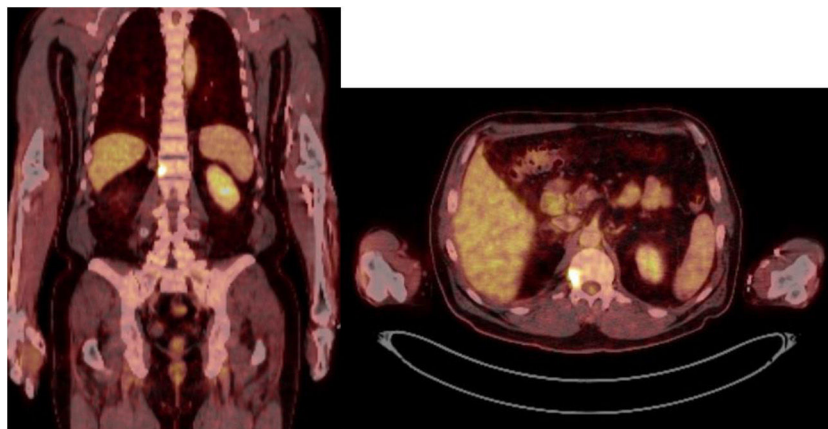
Cortes coronal y axial del PET/TAC con 25-fluorodesoxiglucosa, donde se objetiva hipercaptación nivel del hemicuerpo vertebral derecho de L1.
